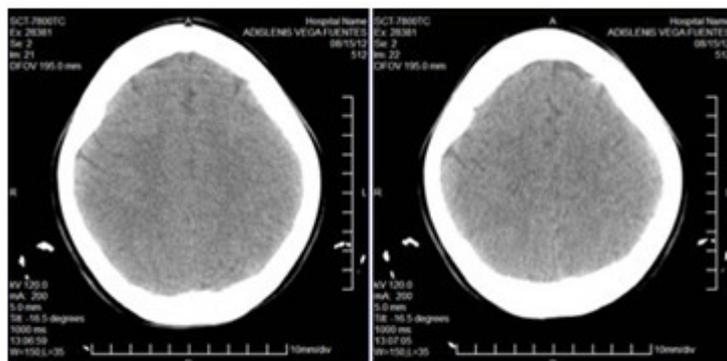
TAC craneal evolutiva sin alteraciones.
